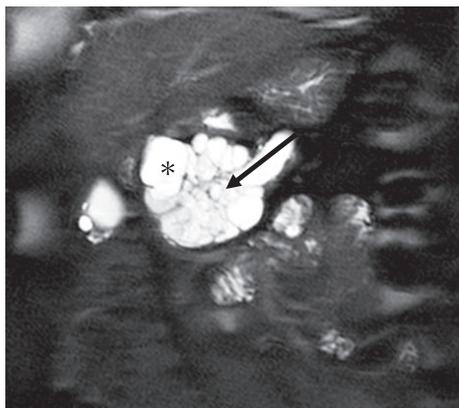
(Mixed type (microcyst と macrocyst) のSCN, MRI 脂肪抑制 T2 強調冠状断像): 腫瘍の中心部は microcyst の集簇 (矢印), 辺縁部は macrocyst (*) で構成されている.
